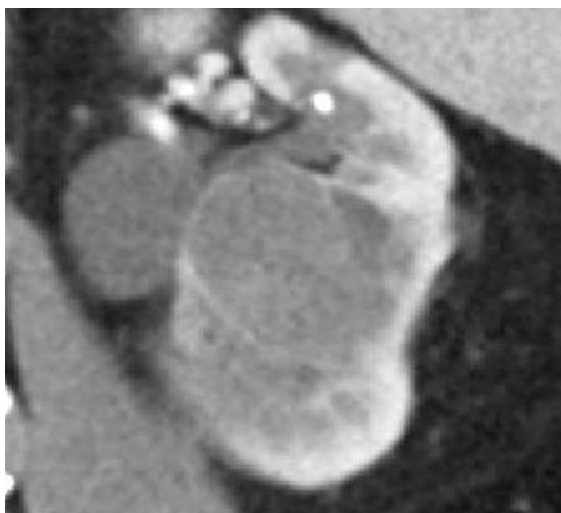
Cysta Bosniak III – a) Arteriální fáze na CT, b) Venózní fáze na CT. Patrna ztlustělá nepravidelně se sytící stěna se septy.
